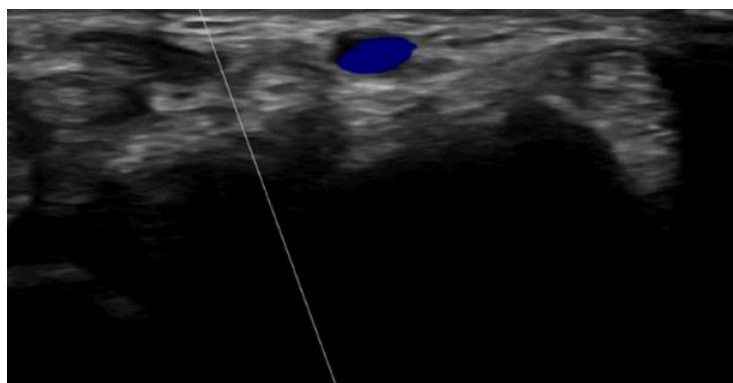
Doppler color arteria radial en corte transversal.
